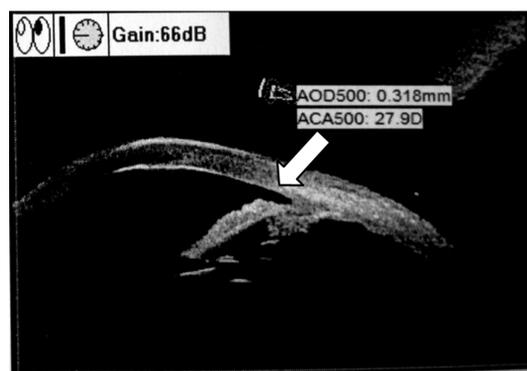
超声乳化术后房角 箭头示9:00位房角开放程度扩大。
